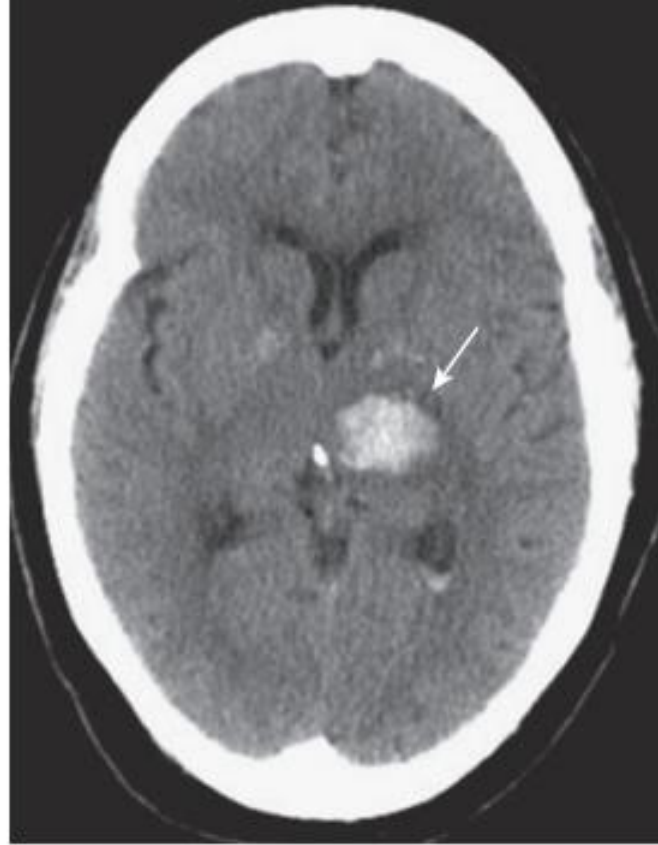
Intracerebral hemorrhage, acute. Freshly extravasated whole blood, as in this bleed into the thalamus (*white arrow*), will be visible as increased density on nonenhanced computed tomography scans of the brain due primarily to the protein in the blood (mostly hemoglobin). As the clot begins to form, the blood becomes denser for about 3 days because of dehydration of the clot. After day 3, the clot gradually decreases in density from the outside in and becomes invisible over the next several weeks.
